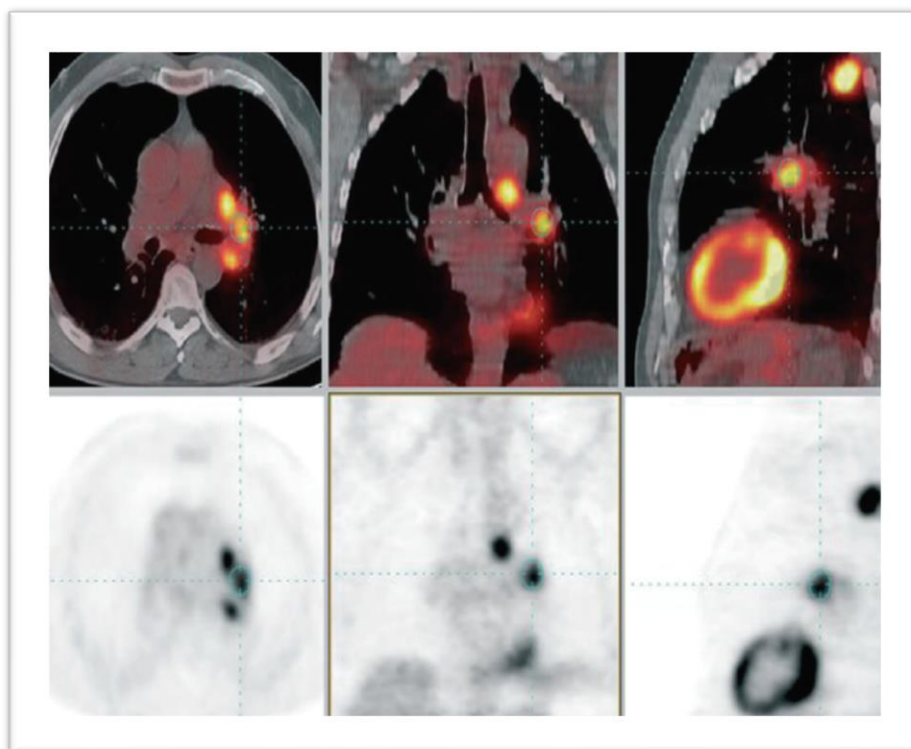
Imágenes de PET-TC y PET con captación patológica a nivel de lóbulo superior izquierdo y en adenopatías 4L y 10L por CB.
